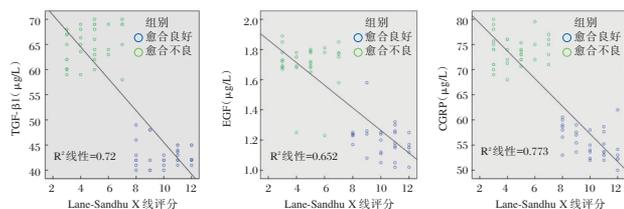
CGRP、EGF 及 TGF-β1 与 Lane-Sandhu X线评分的相关性分析
